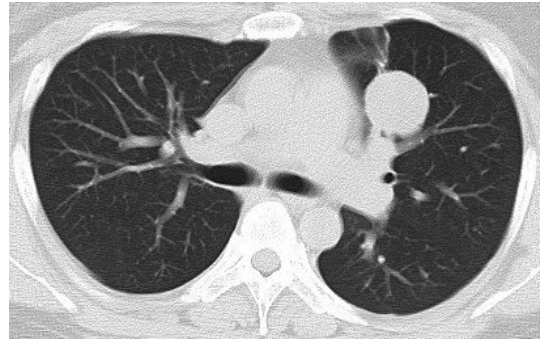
胸部CT. 左肺S<sup>3</sup>bに境界明瞭で辺縁整の径31×30 mm大の充実性腫瘍を認める.
